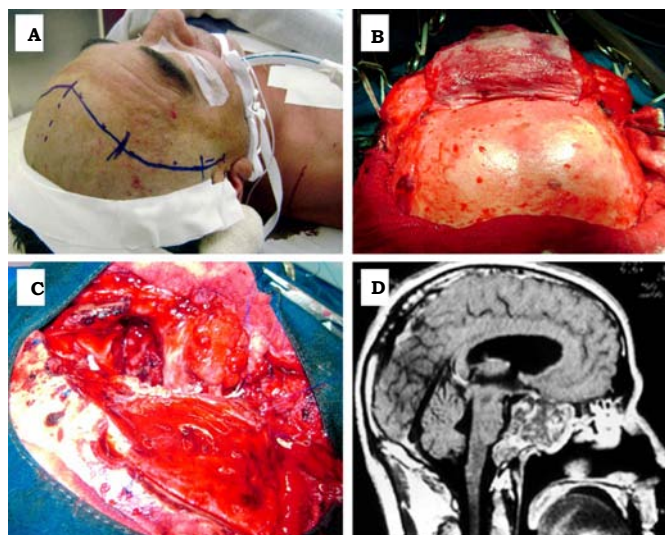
Abordaje transbasal. A: Paciente en decúbito supino, insinción bicoronal. B: Exposición ósea, con flap de pericráneo para la reconstrucción posterior. C: Campo quirúrgico. D: Resonancia magnética cerebral, corte sagital, secuencia T1, cordoma del clivus con extensión selar y supraselar, la cual fue removida a través de este abordaje.
